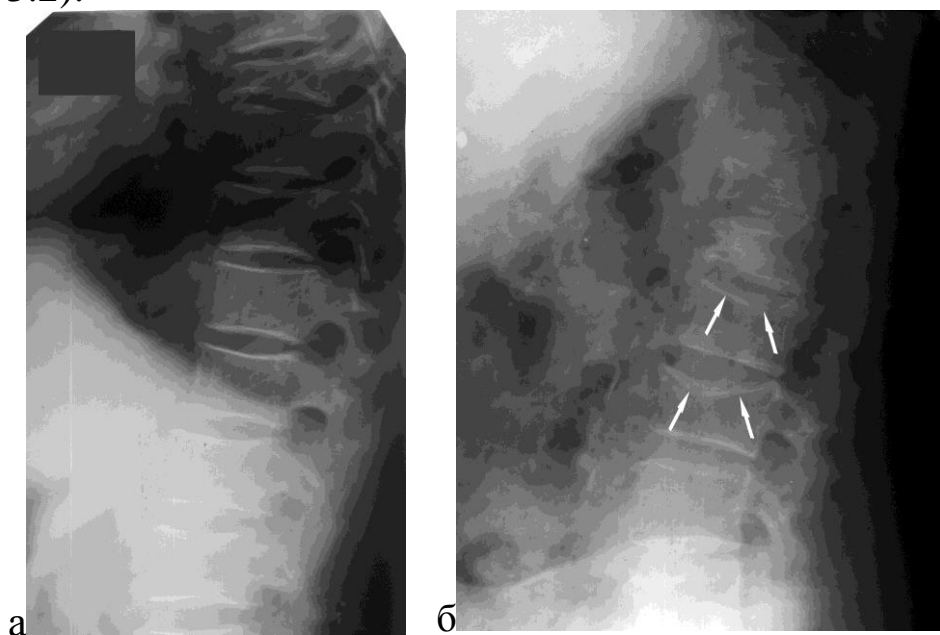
Рентгенограммы позвоночника больных остеопорозом. Выраженная вертикальная исчерченность тел позвонков (а), деформация тел позвонков по типу «рыбьих» (б)
